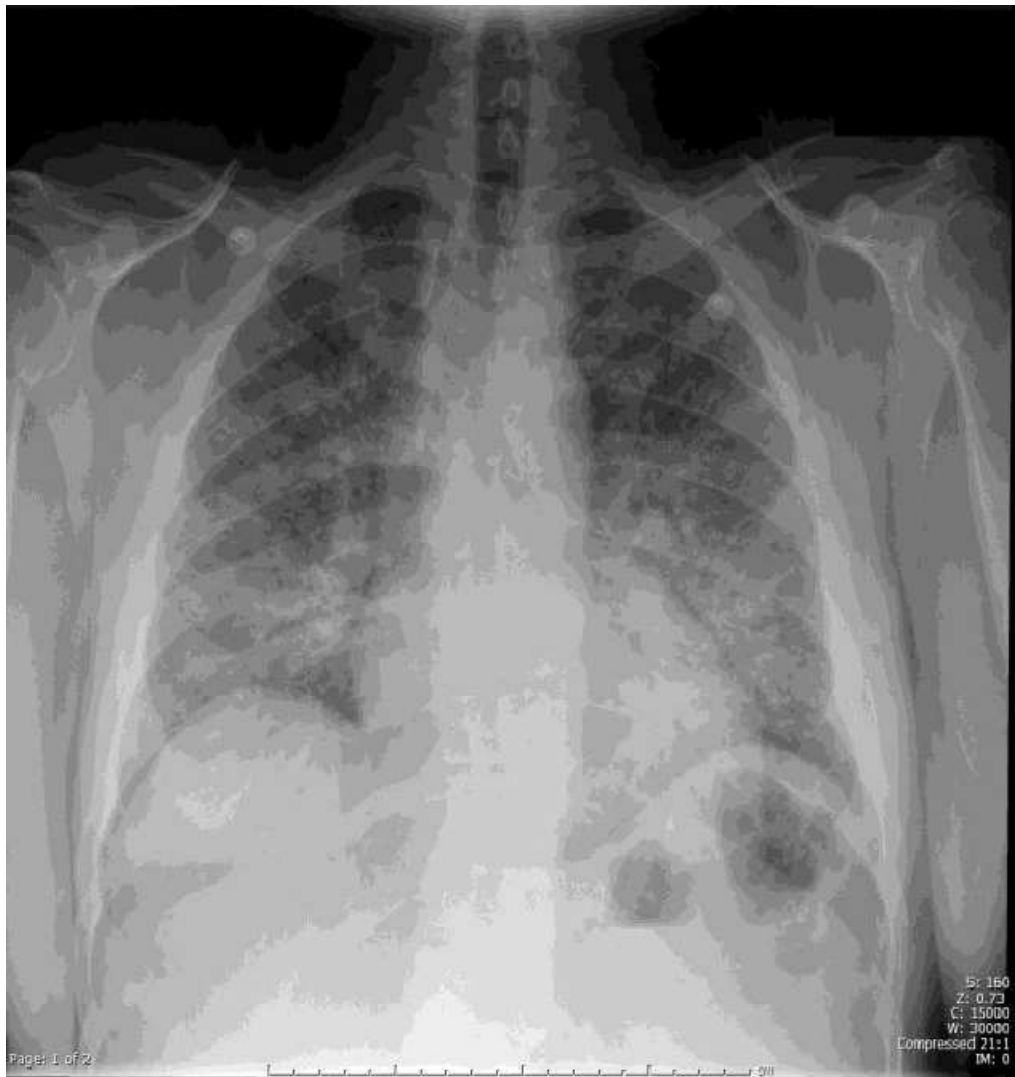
radiographie pulmonaire montrant des infiltrats bilatéraux diffus chez un patient atteint de pneumocystose [111]
